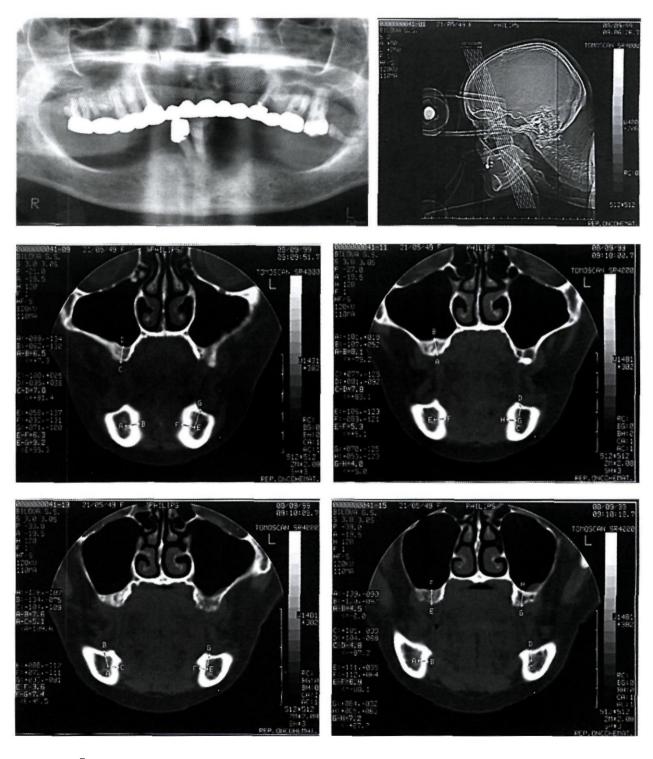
Данные рентпенологического обследования до операции (ортопантомограмма перед лечением и изображения нескольких срезов, полученных при компьютерной томографии; клинический пример № 2). Высота костной ткани в области дна верхнечелюстных пазух и над нижнечелюстными каналами составляет от 4 до 8 мм. Архитектоника костной ткани нижней челюсти соответствует V типу, верхней челюсти — III-IV типу
